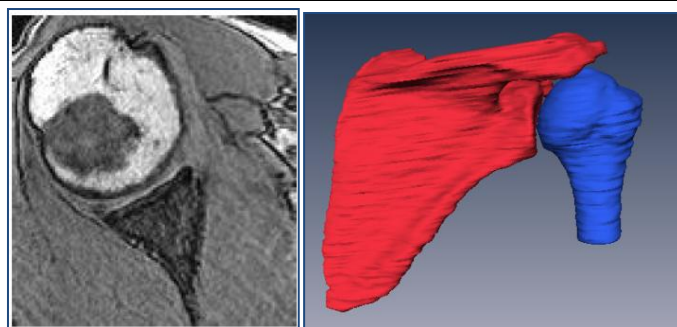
Exemple de coupe d'un volume d'articulation gléno-humérale acquis par IRM et son volume associé après segmentation 3D
